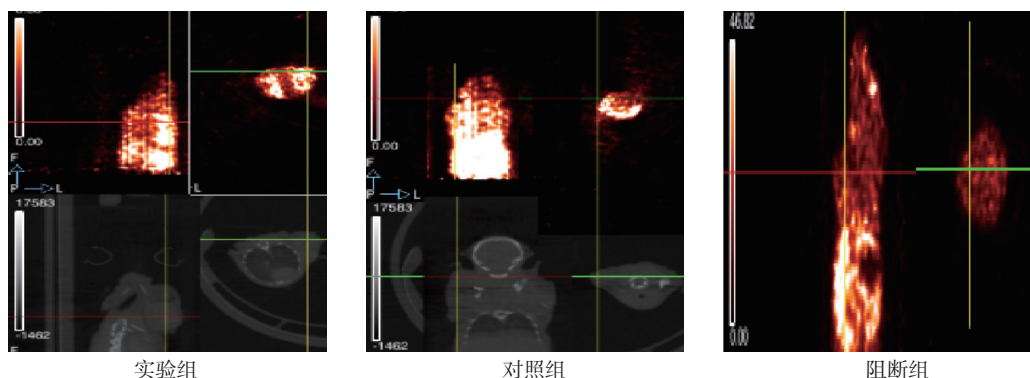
各组荷瘤鼠 micro-PET/CT 显像
